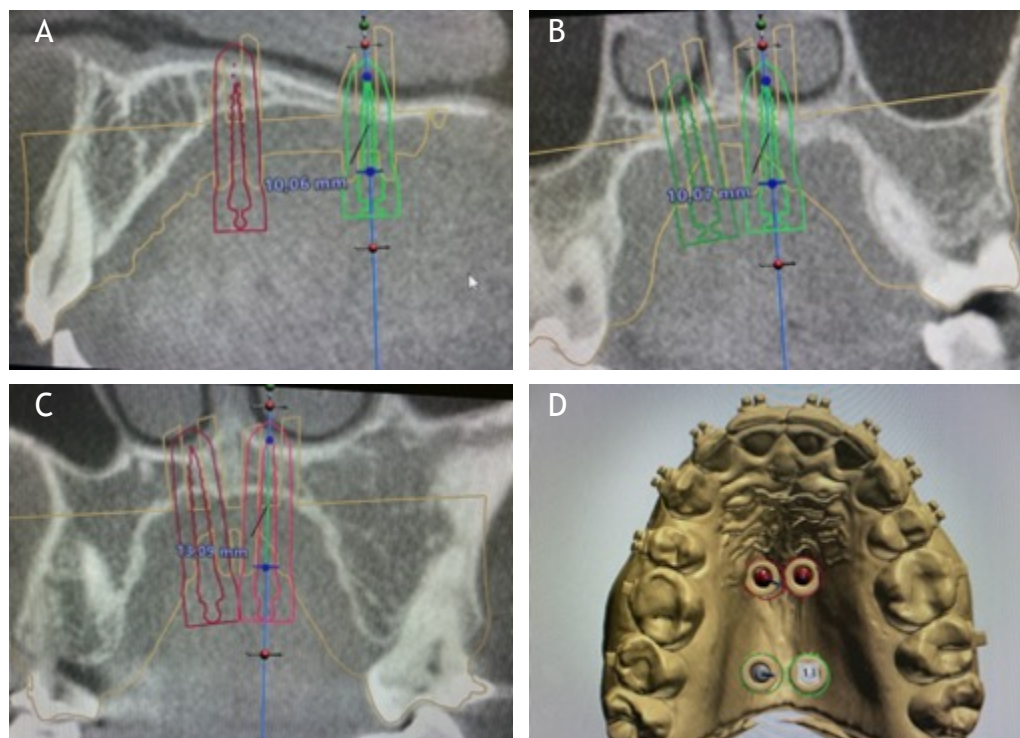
CBCT prequirúrgico A, B, C) Cortes con la longitud y ubicación de los microtornillos D) Reconstrucción en 3D
